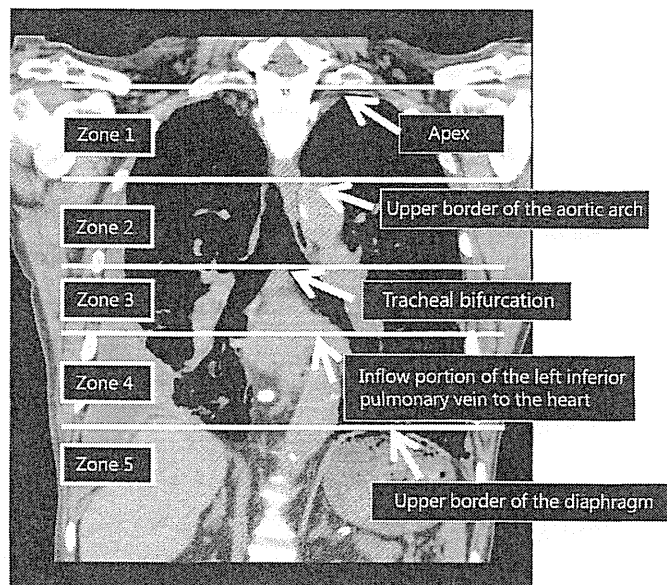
Examples of a CT image of the thorax divided into 5 zones by the (1) upper border of the aortic arch, (2) tracheal bifurcation, (3) inflow portion of the left inferior pulmonary vein to the heart, and (4) upper border of the diaphragm. These zones were used to assess the craniocaudal extension of pleural thickening.
